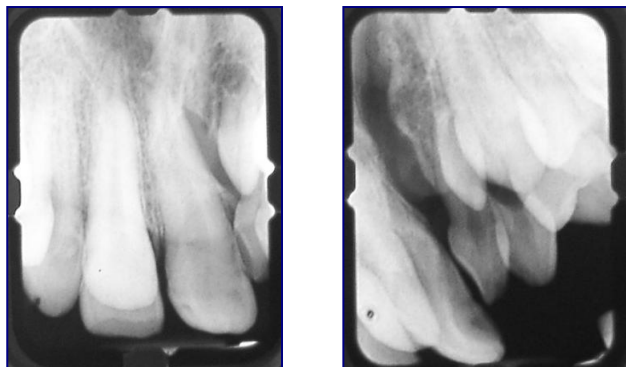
Radiografías periapicales de un paciente con HLP. Se observa la ausencia congénita del 22 y la presencia de un diente supernumerario vecino a la hendidura.
